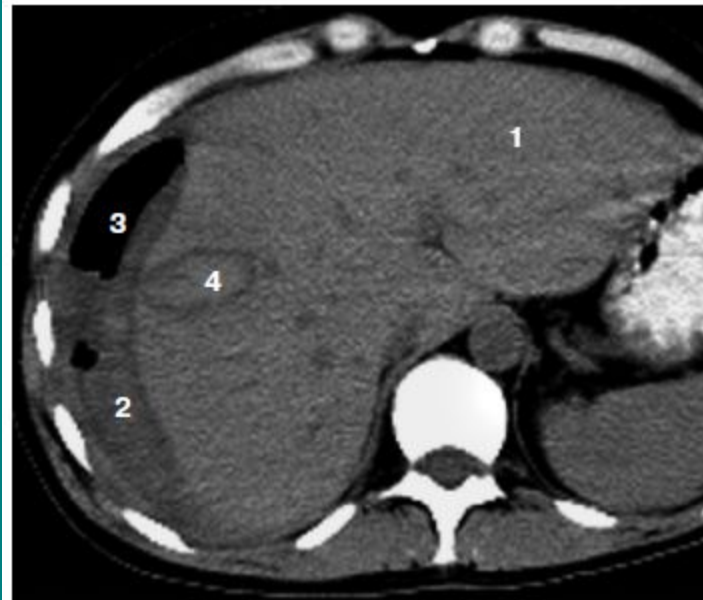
Компьютерная томограмма больной с газосодержащей гематомой печени.
